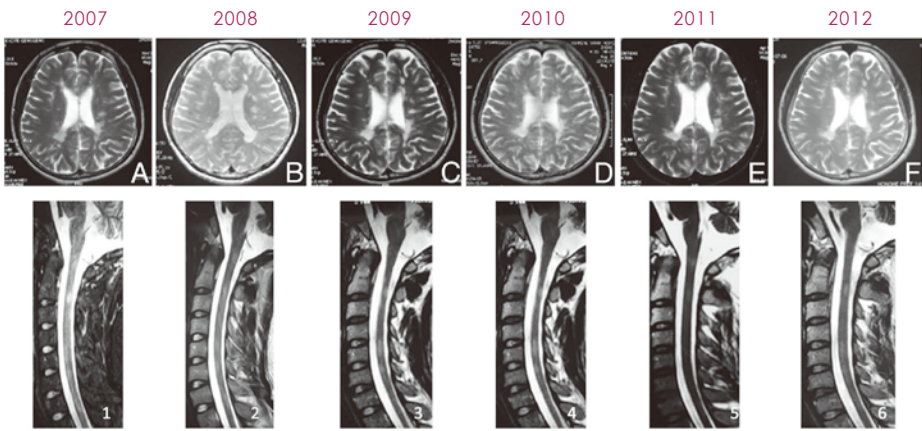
Axial (A–E) fluid attenuation inversion recovery (FLAIR) MRI Brain and sagittal T2-weighted MRI of the cervical cord (1–5) demonstrate a stable distribution of lesions from 2007 (A and 1) to 2012 (F and 6).
